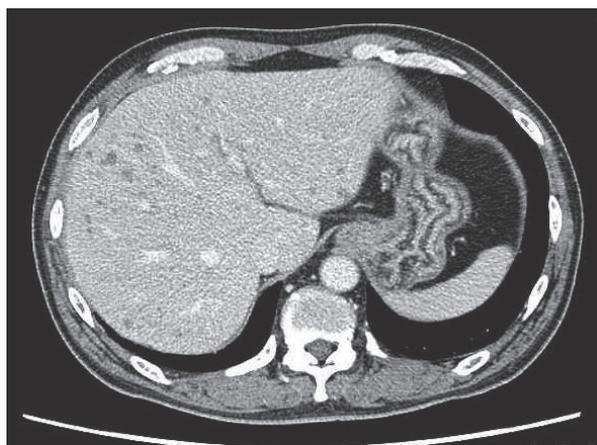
2 クール目 day15 の CT 評価
